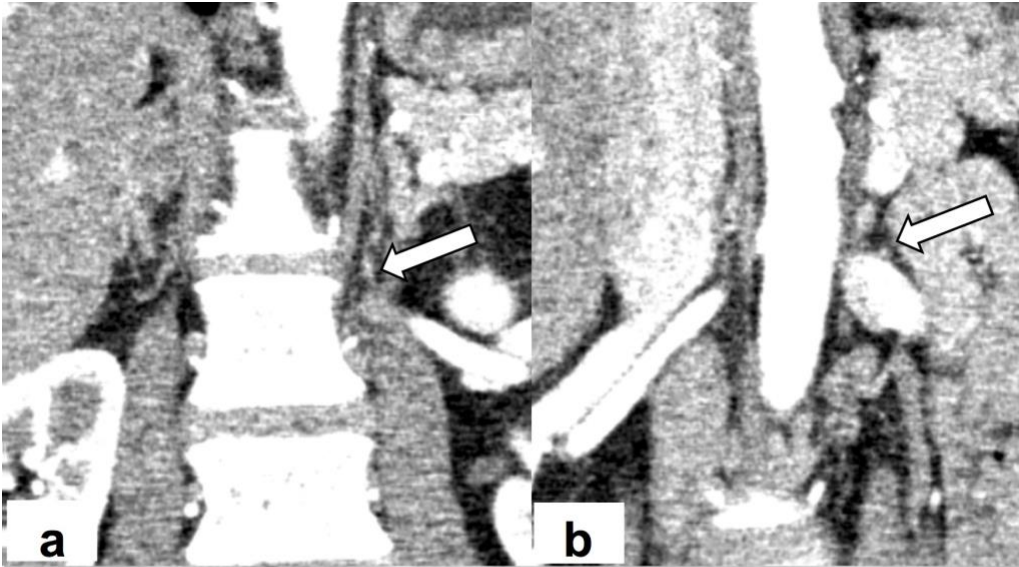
(前ページ) 症例 9 の術前造影 CT と sAVS 血管撮影画像
